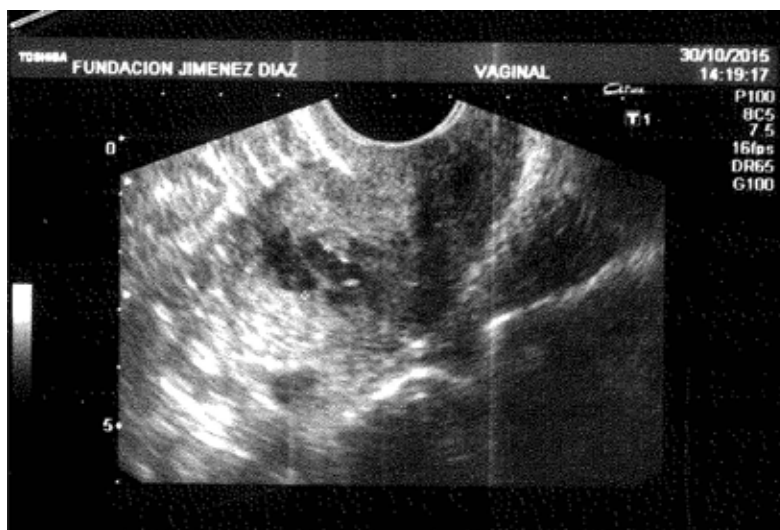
Ecografía transvaginal: Se aprecia un pio/hidrometra de 12x14 mm con trabeculaciones avasculares sugestivas de sinequias.
